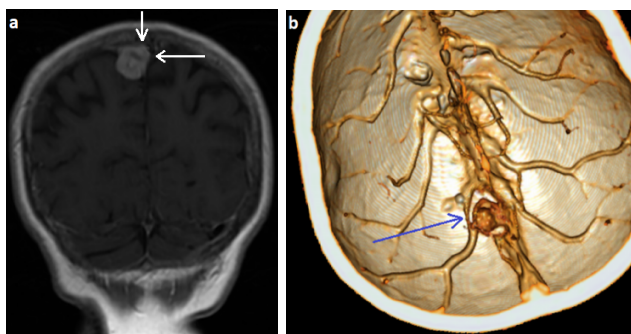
МРТ головного мозку (Т1W із контрастуванням) пацієнта із парасагітальною менінгіомою середньої третини верхнього сагітального синусу справа (в ділянці тім'яних вен) (а). Білою стрілкою вказані ознаки інвазії менінгіомою в верхню та бокову стінку синусу. СКТ – ангиографія судин головного мозку (b). За класифікацією М.Р. Sindou and J.E. Alvernia тип IV. Синьою стрілкою вказаний стеноз (ураження новоутворенням) поверхневої тім'яної вени.
